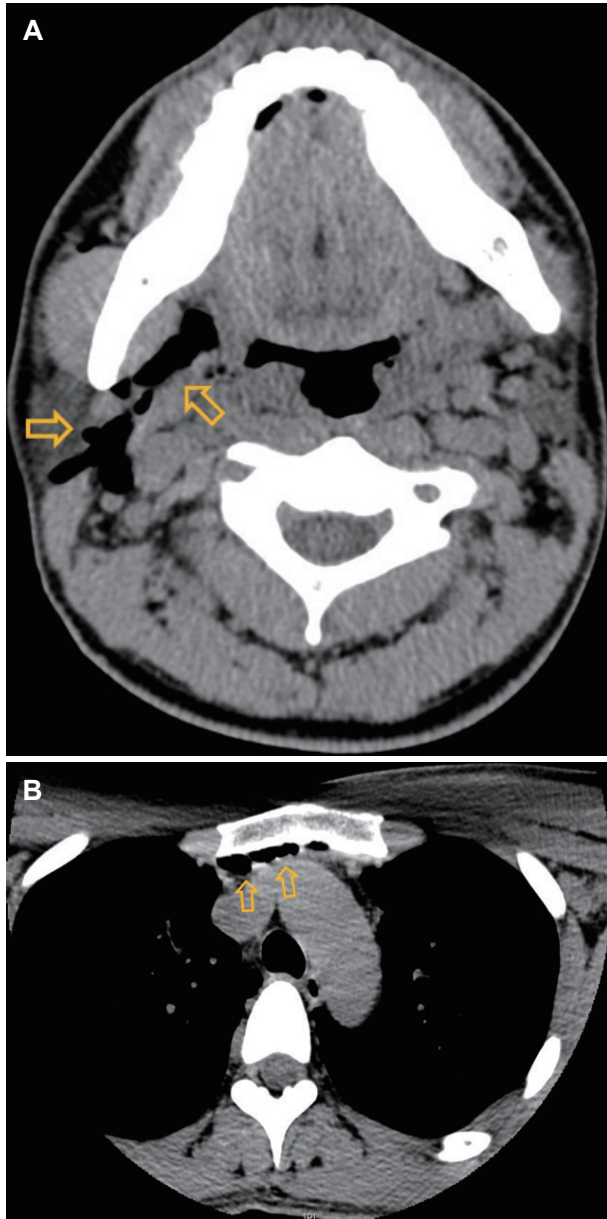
Non-contrast Neck CT taken after surgery. Neck CT (non-contrast) demonstrated of subcutaneous emphysema involving right submandibular space to anterior mediastinum without definite evidence of parapharyngeal defect (arrows) (A and B).
